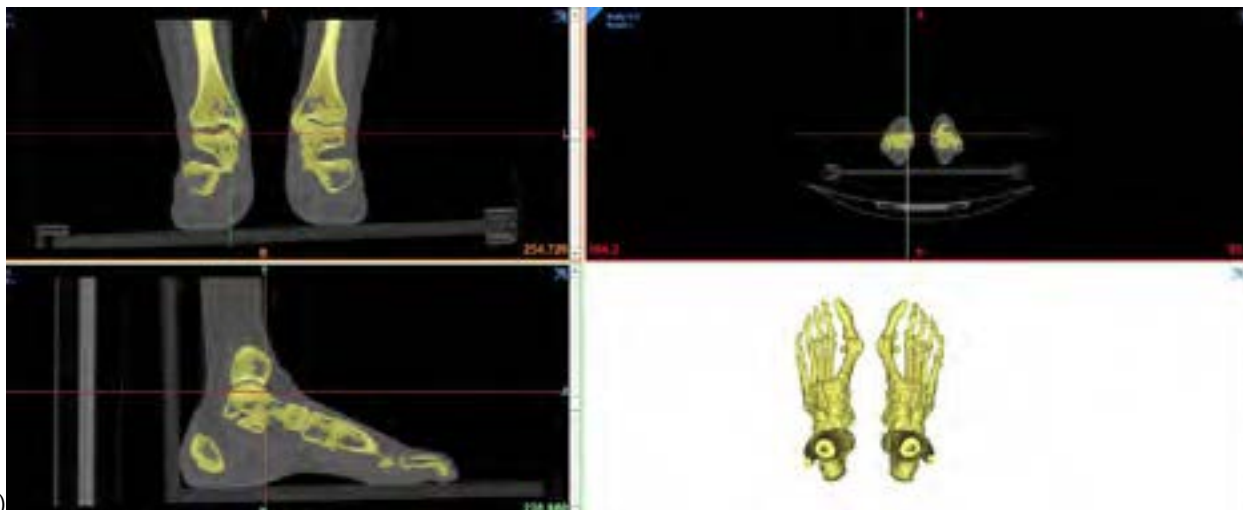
Конвертация данных компьютерной томографии стоп с нагрузкой
